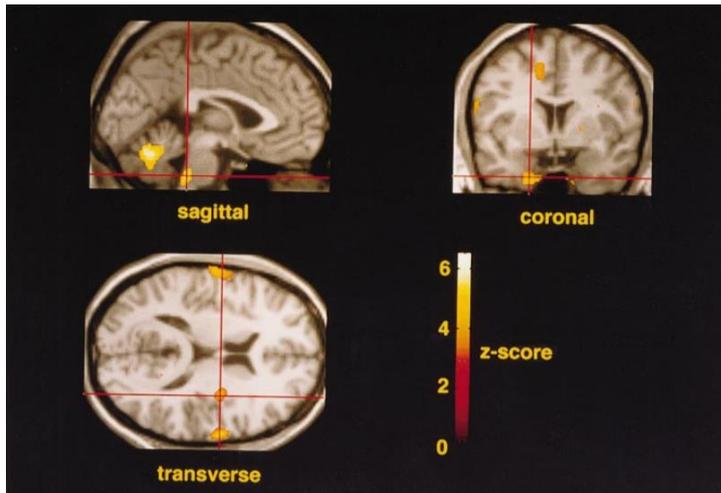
Aires cérébrales de la déglutition en PET -scanner.
